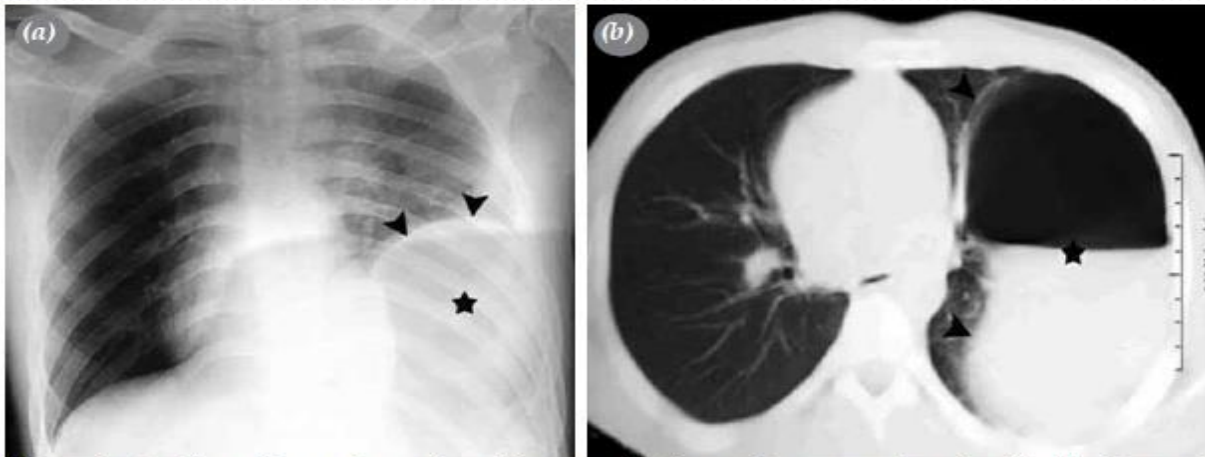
(a) Chest X-ray of a patient with acute diaphragmatic rupture (arrowheads). (b) Computed tomographic image of the same patient showing the herniation of the stomach into the thoracic cavity (stars).
